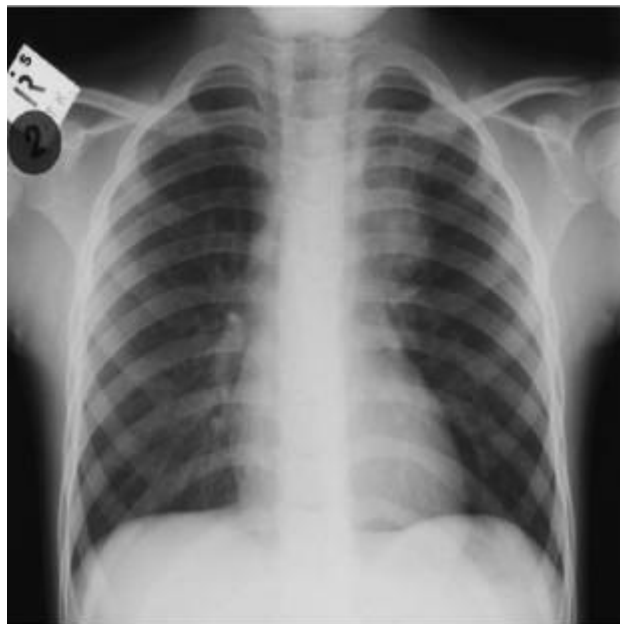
Левостороннее увеличение паратрахеальных лимфатических узлов, видимое на рентгеновском снимке, редко возникает изолированно при туберкулезе. Обычно наблюдается и увеличение прикорневых лимфатических узлов.
